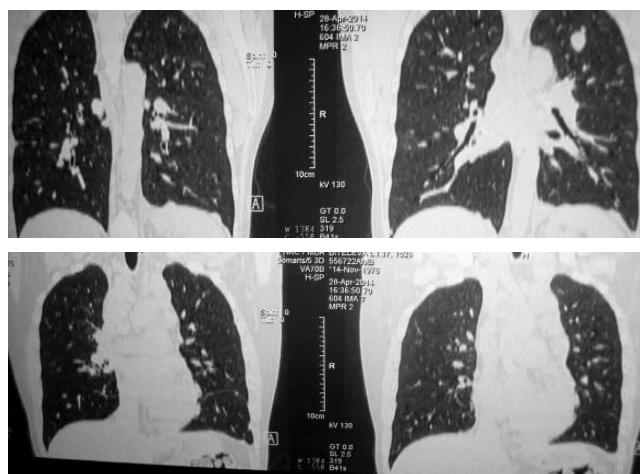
Компьютерные томограммы грудной клетки пациентки Б.
